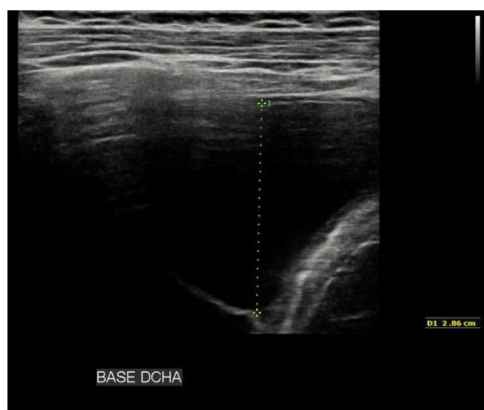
Estudios de imagen. Ecografía torácica: Derrame pleural de hasta 7,5 cm de grosor en la base pulmonar derecha (desde línea media axilar), y de hasta 4 cm de grosor en campo medio derecho. El derrame es predominantemente anecoico, con algunos finos tabiques hiperecogénicos. Se observa alguna zona compatible con parénquima pulmonar condensado/atelectásico en profundidad al derrame.
